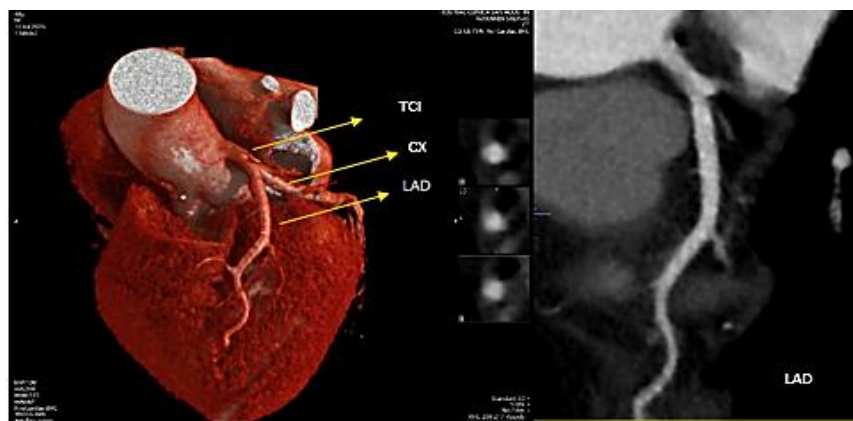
Angiotomografía coronaria: Izquierda: Se evidencia ausencia de Arteria coronaria derecha y nacimiento de la arteria coronaria izquierda, CX: Circunfleja, LAD Arteria descendente anterior, TCI: Tronco coronario izquierdo. Derecha: Ausencia de estenosis en LAD.
